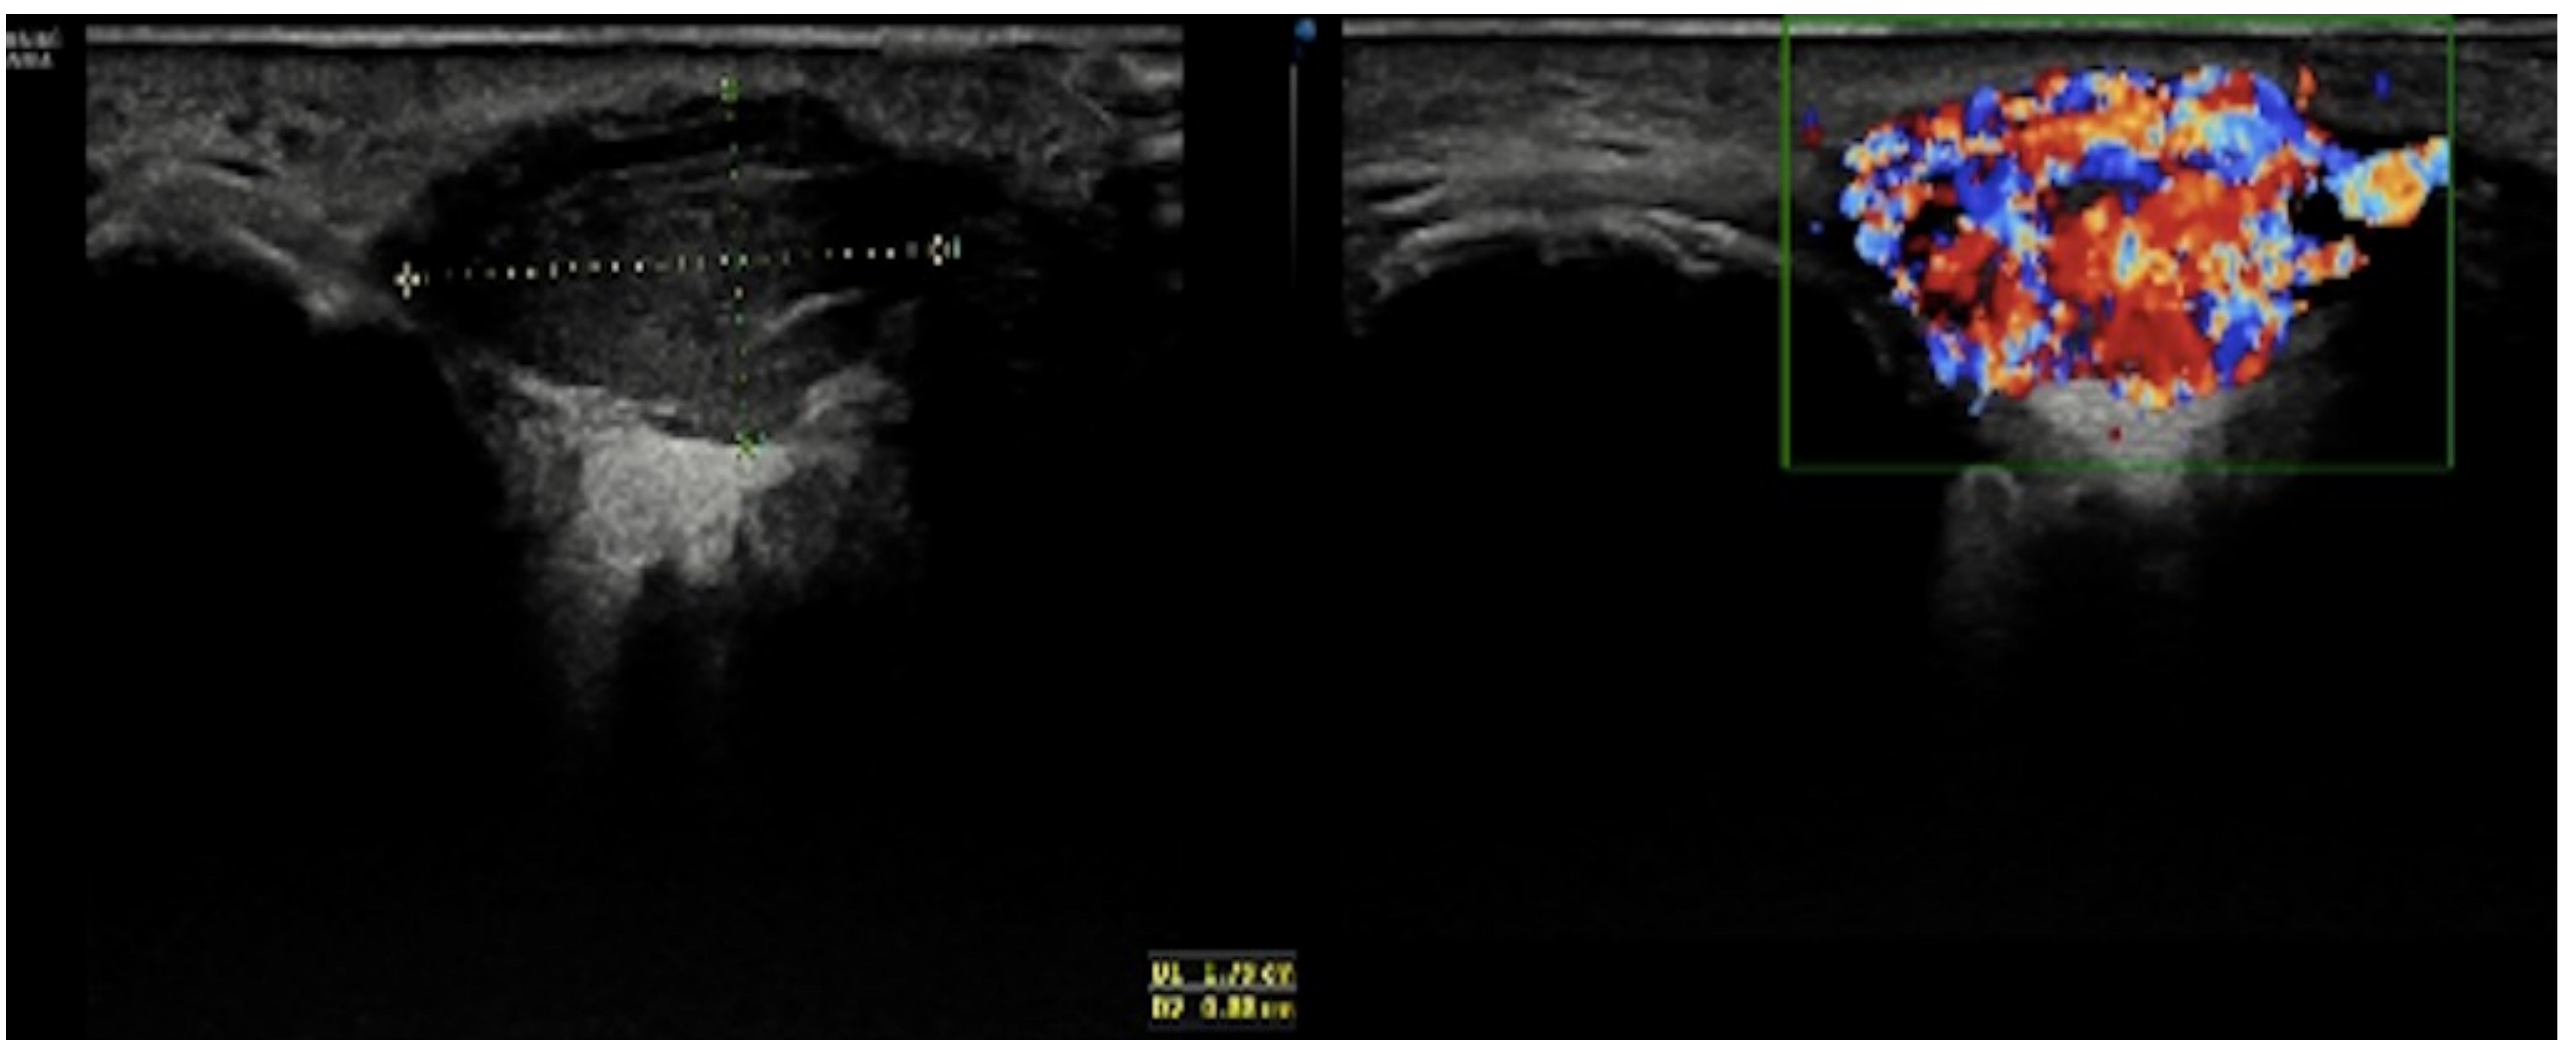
Hemangioma orbitario en fase proliferativa: masa hipoeoica adyacente al párpado superior, con flujo Doppler-Color muy aumentado.
